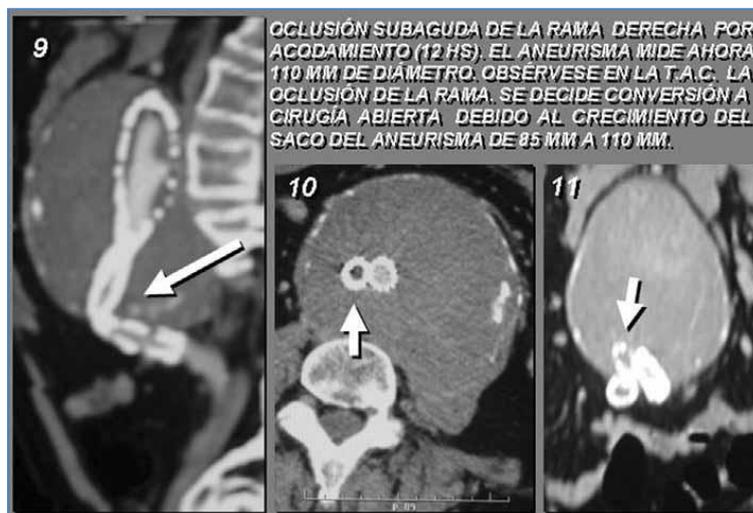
Oclusión subaguda de la rama derecha por acodamiento (12 hs). El aneurisma mide ahora 110 mm de diámetro. Obsérvese en la TAC la oclusión de la rama. Se decide conversión a cirugía abierta debido al crecimiento del saco del aneurisma de 95 mm a 110 mm
